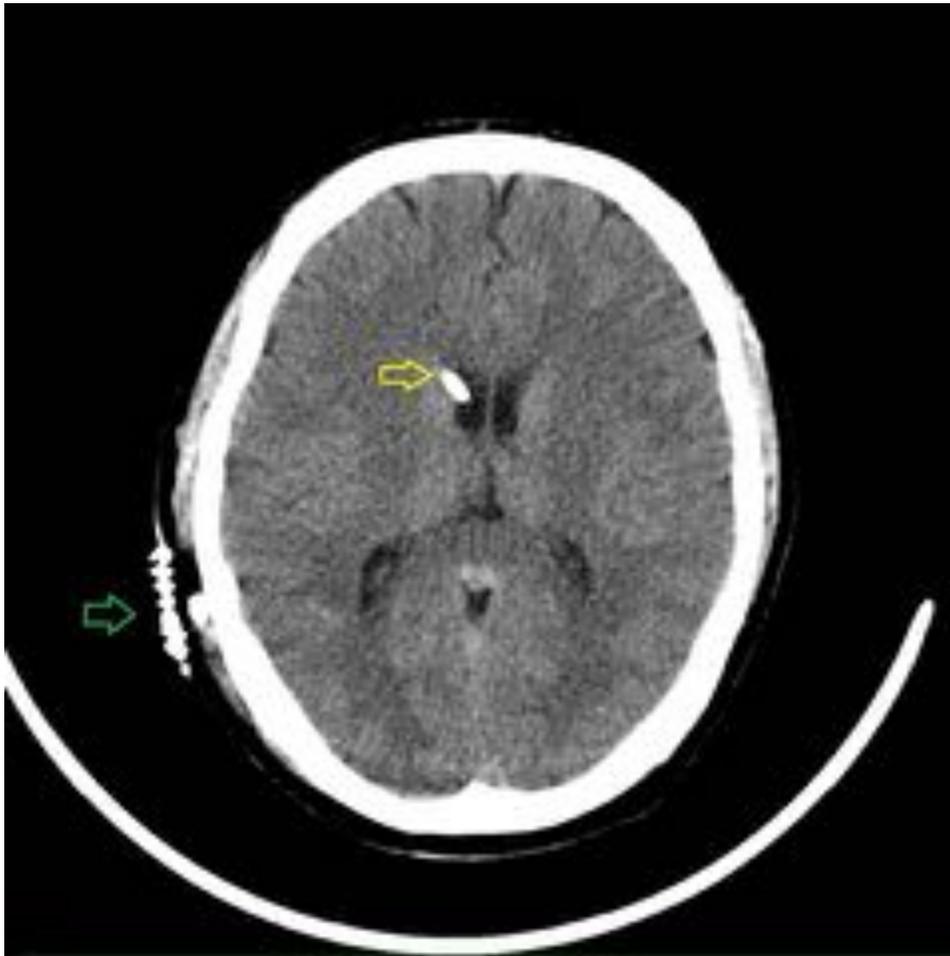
Paciente anterior. Se reemplaza el catéter por síntomas persistentes de hiperdrenaje colocando una derivación VP. TC Axial sin CIV muestra el extremo proximal del catéter en el interior del asta frontal derecha, bien posicionada, sin complicaciones (flecha amarilla). Cambios postquirúrgicos en región temporal derecha (flecha verde).
